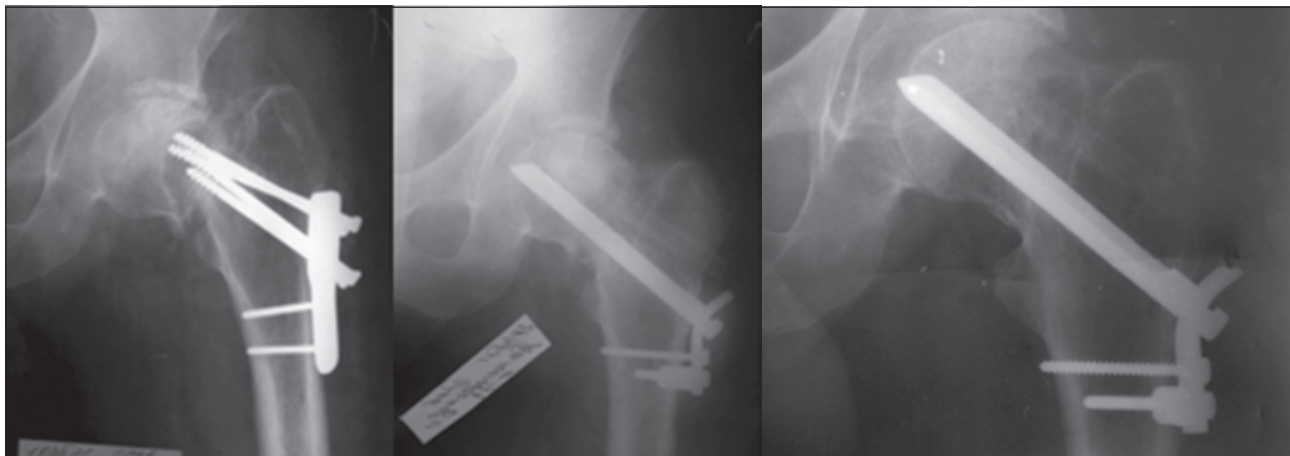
Фотовідбитки рентгенограм хворого Д. Псевдоартроз шийки СК синтезований ПОППВС, кортикальним, спонгіозним автотрансплантатом і кістковим мозком
